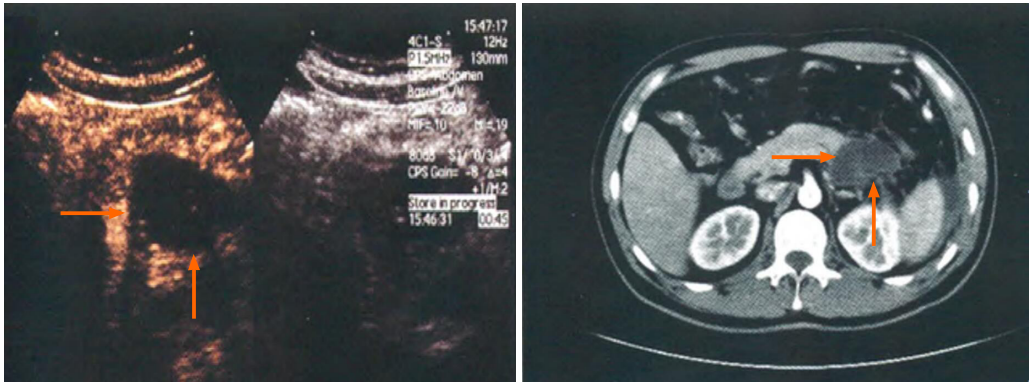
急性胰腺炎胰腺坏死灶. 超声造影显示胰腺尾部低回声区, 无明显增强; 增强CT显示胰腺尾部低密度灶, 无明显强化.
